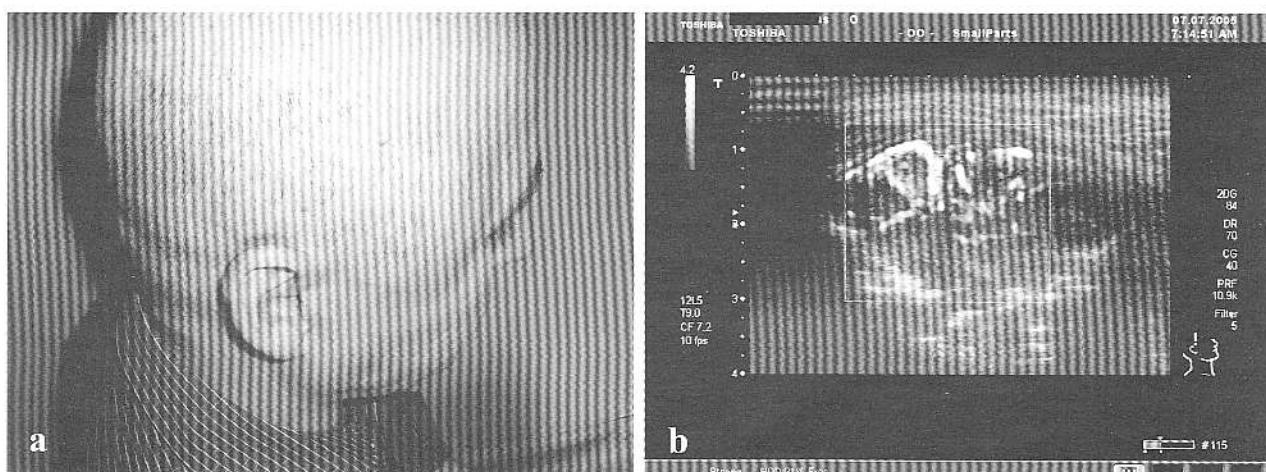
Metastază craniiană hipervasiculară la nivelul regiunii temporale, de la melanom cutanat malign (a – foto. pacient; b – tumora evidențiată și caracterizată ecografic).
